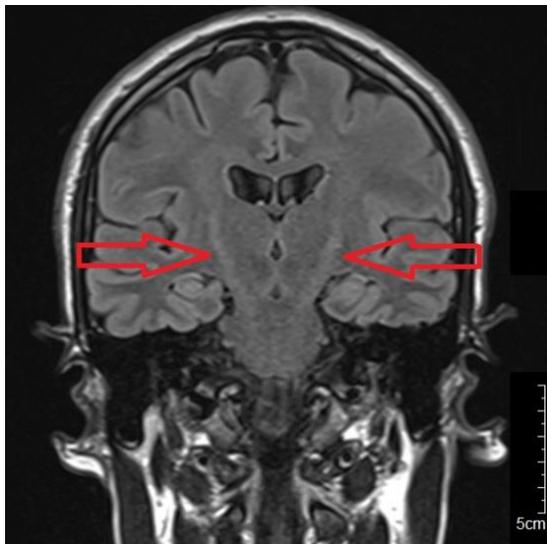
RMN. En imagen por resonancia magnética, en la secuencia FLAIR-T2 coronal, se observa hiperintensidad en el tracto corticoespinal bilateral en todo su trayecto desde la corona radiata hasta los pedúnculos cerebrales.
